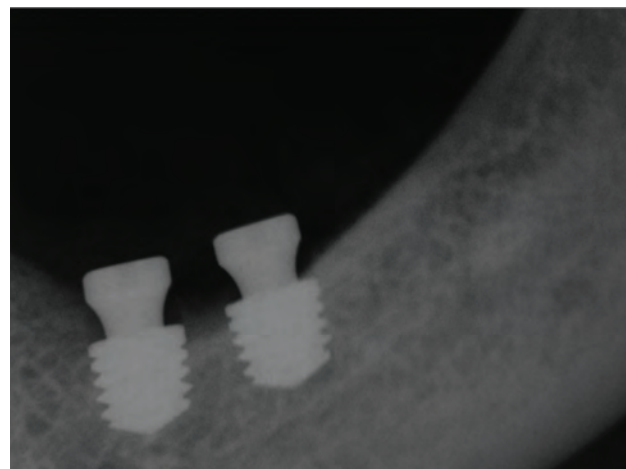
Radiografia periapical revelando a proximidade com o canal mandibular, o posicionamento infraósseo e paralelismo entre os implantes.
